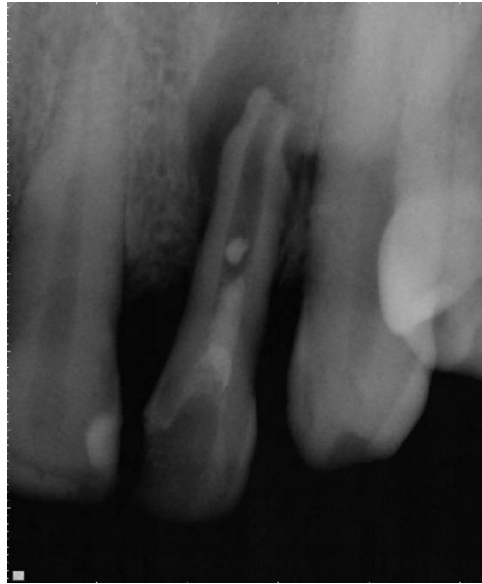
Radiografía final del tratamiento de revitalización con la colocación del NeoMTA Plus
